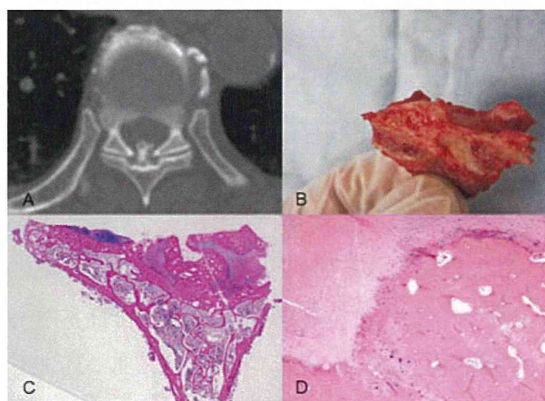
A: central type の CT axial 像. B: 切除標本. C: panorama view. D: H-E 染色.
